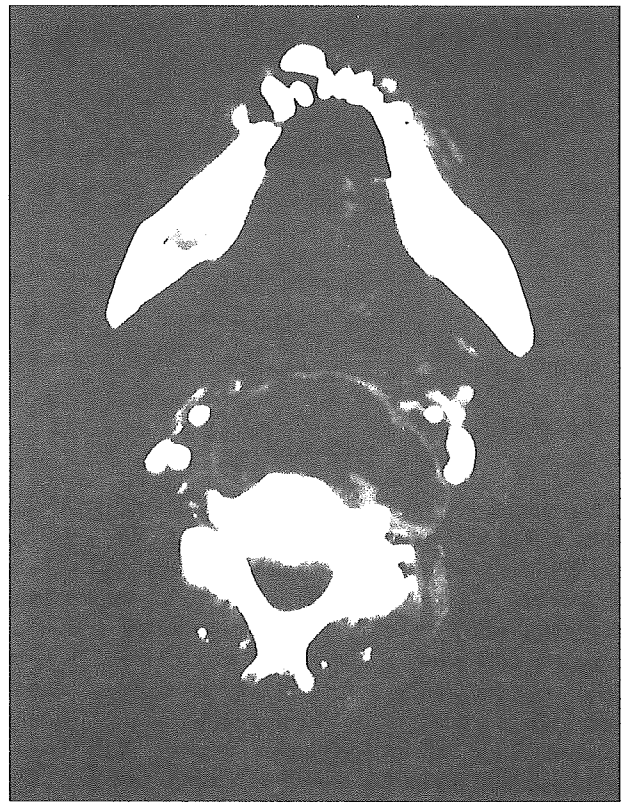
CT of the neck revealed massive abscesses with ringed enhancement in the retropharyngeal space.
